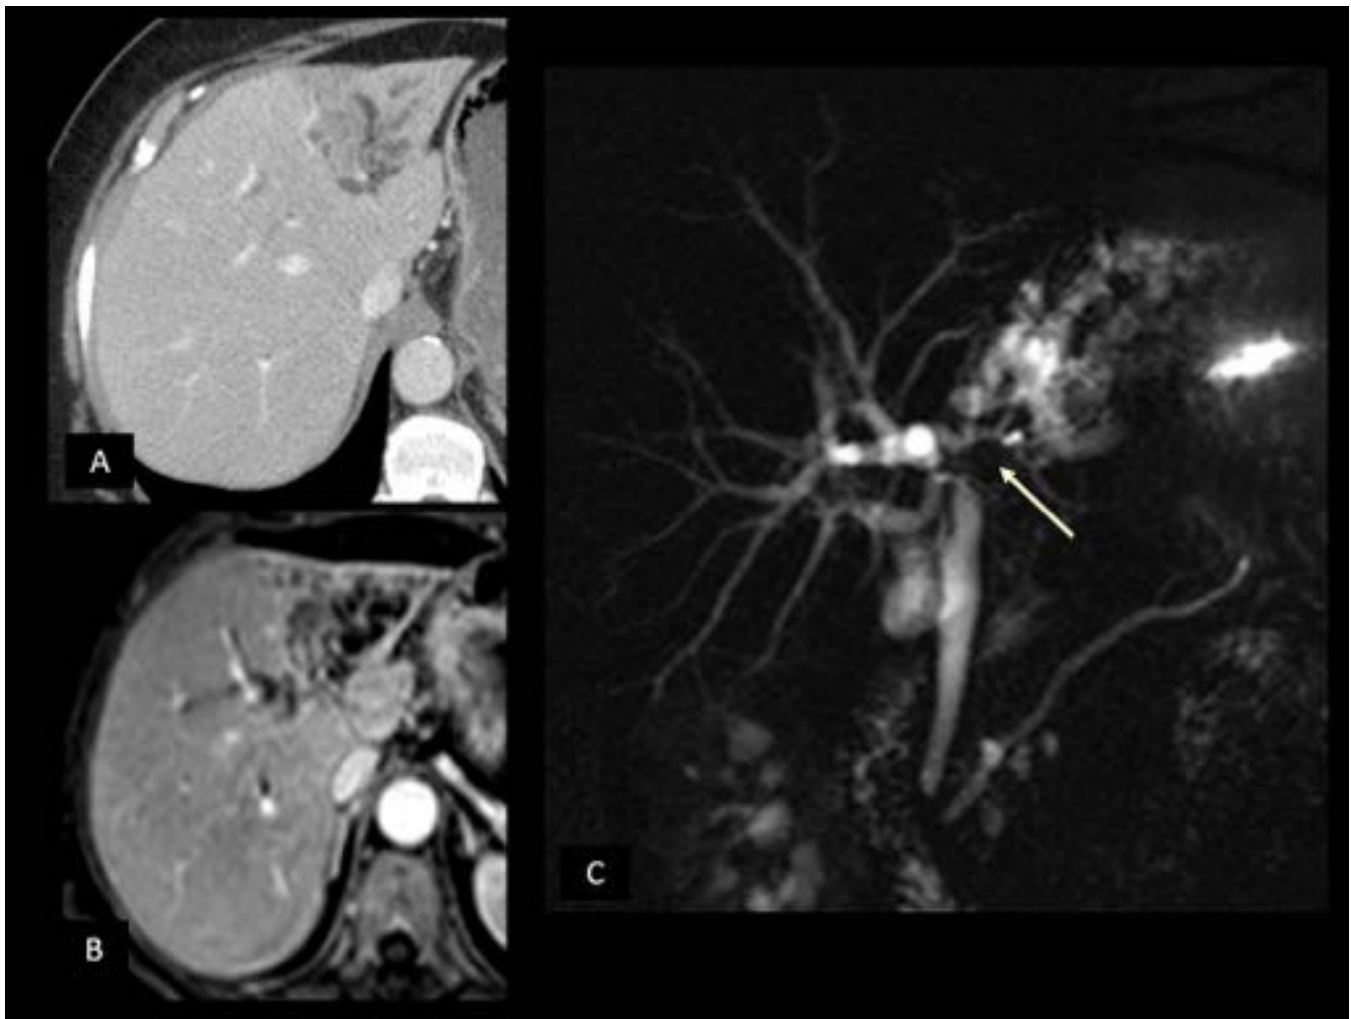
Colangiocarcinoma perihiliar de tipo IIIb en la clasificación de Bismuth-Corlette, de crecimiento periductal-infiltrativo. Imágenes transversales de hígado en TC (A) y RM T1 (B y C), ambas tras administración de contraste, donde se observa dilatación de la vía biliar izquierda con atrofia del lóbulo hepático ipsilateral, lo que refleja invasión vascular. La colangioRM (C) evidencia la amputación del conducto biliar principal izquierdo (flecha).
